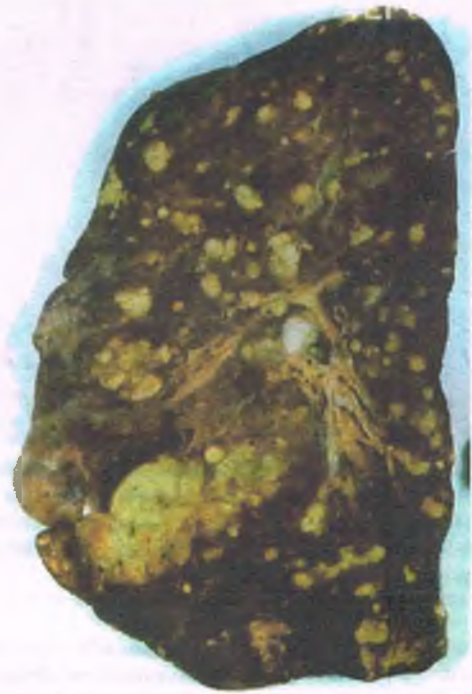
Carcinoma metastásico de pulmón. Corte de un pulmón en el que se observan numerosos nódulos de carcinoma metastásico que corresponden a las metástasis en "bola de cañón" observadas en la radiografía.
